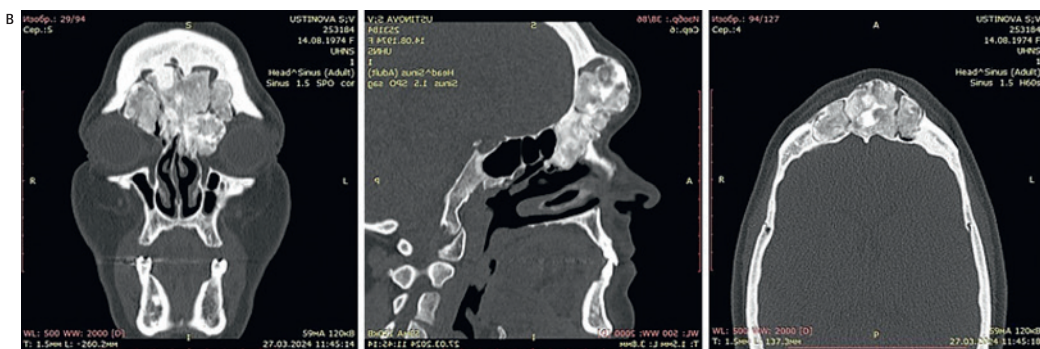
МСКТ перед операций пациентки У., 50 лет. Диагноз: гигантская остеома
